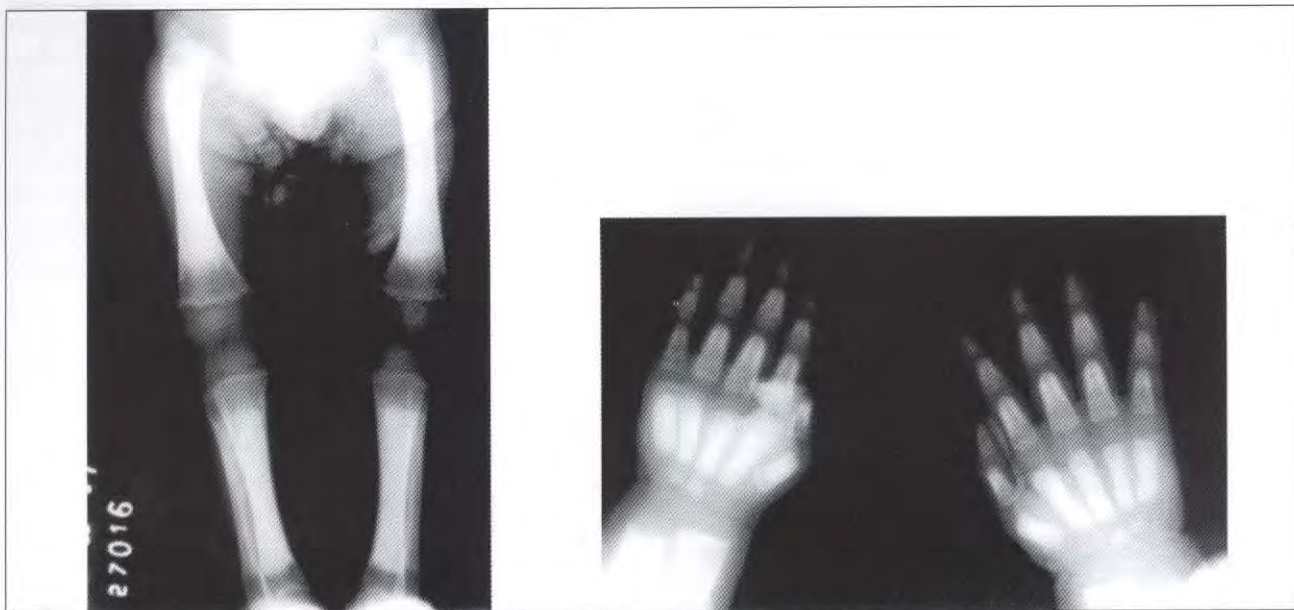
Radiografia dos membros com evidência de hiperdensidade diafisária, sem acometimento da metáfise e epífise.
